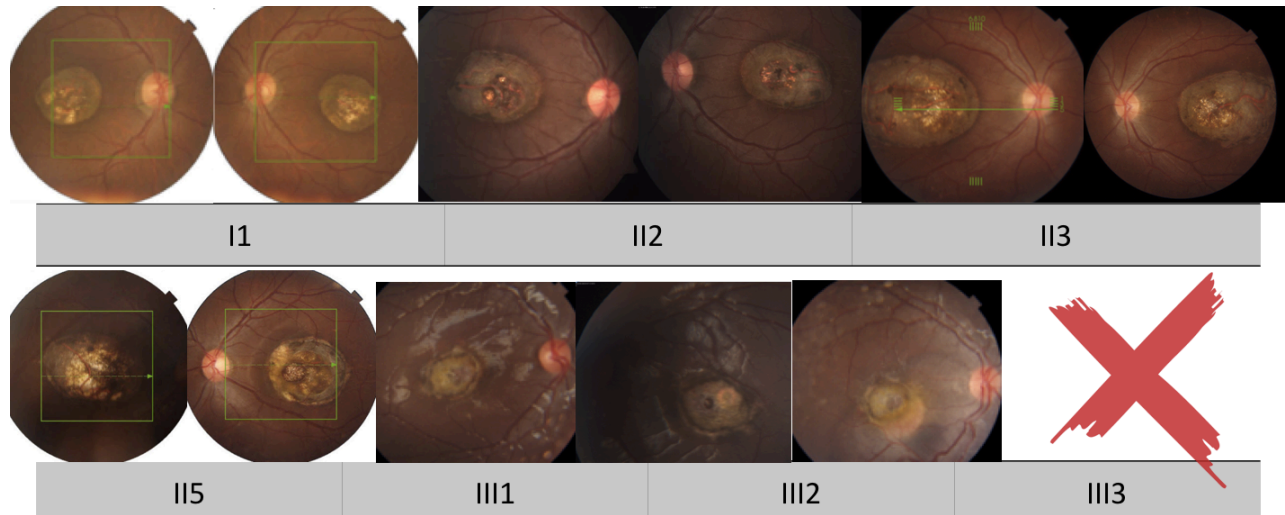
Hallazgos en fondo de ojo de 6 de los 7 miembros de la familia en estudios. En el sujeto I1, III1, III2 (solo ojo derecho) y III3 (falta de cooperación para fotografía clínica y tomografía de coherencia óptica) se aprecia un grado 2 de la enfermedad según la clasificación de Gass. En los sujetos II2, II3, II5 grado 3 de la enfermedad.
